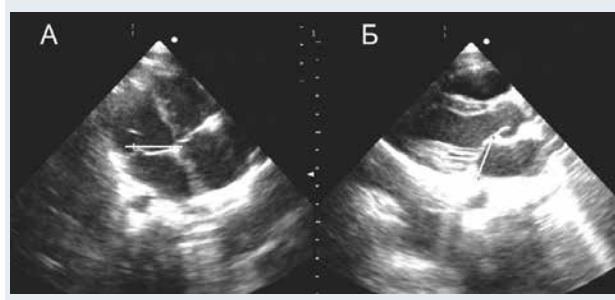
Эхокардиография при нормальном митральном клапане.
